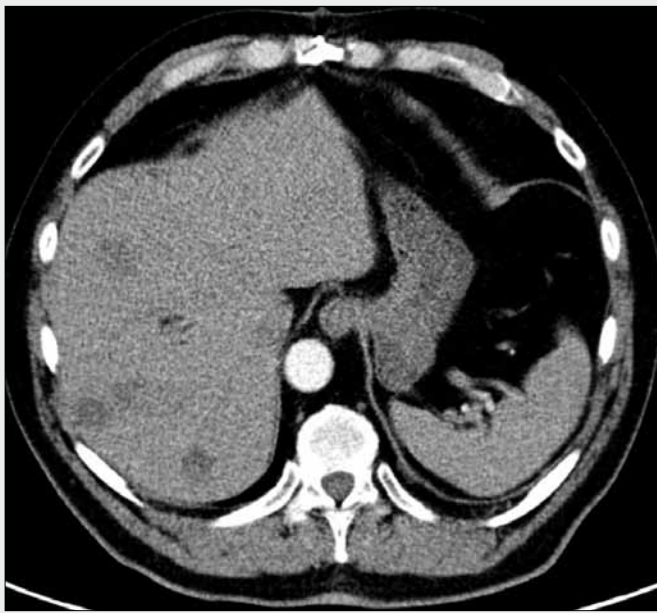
Pancreatic polypeptidoma of the pancreatic head with multiple liver metastases, evaluation of the somatostatin receptor density before therapeutic use of 90Y-oktreotide. A – CT in the arterial phase; B – high density of somatostatin receptors both within the primary lesion and metastases on SPECT/CT with ^{111}In -oktreotide; C – no ^{18}F -FDG uptake nor in primary tumor nor in metastases
